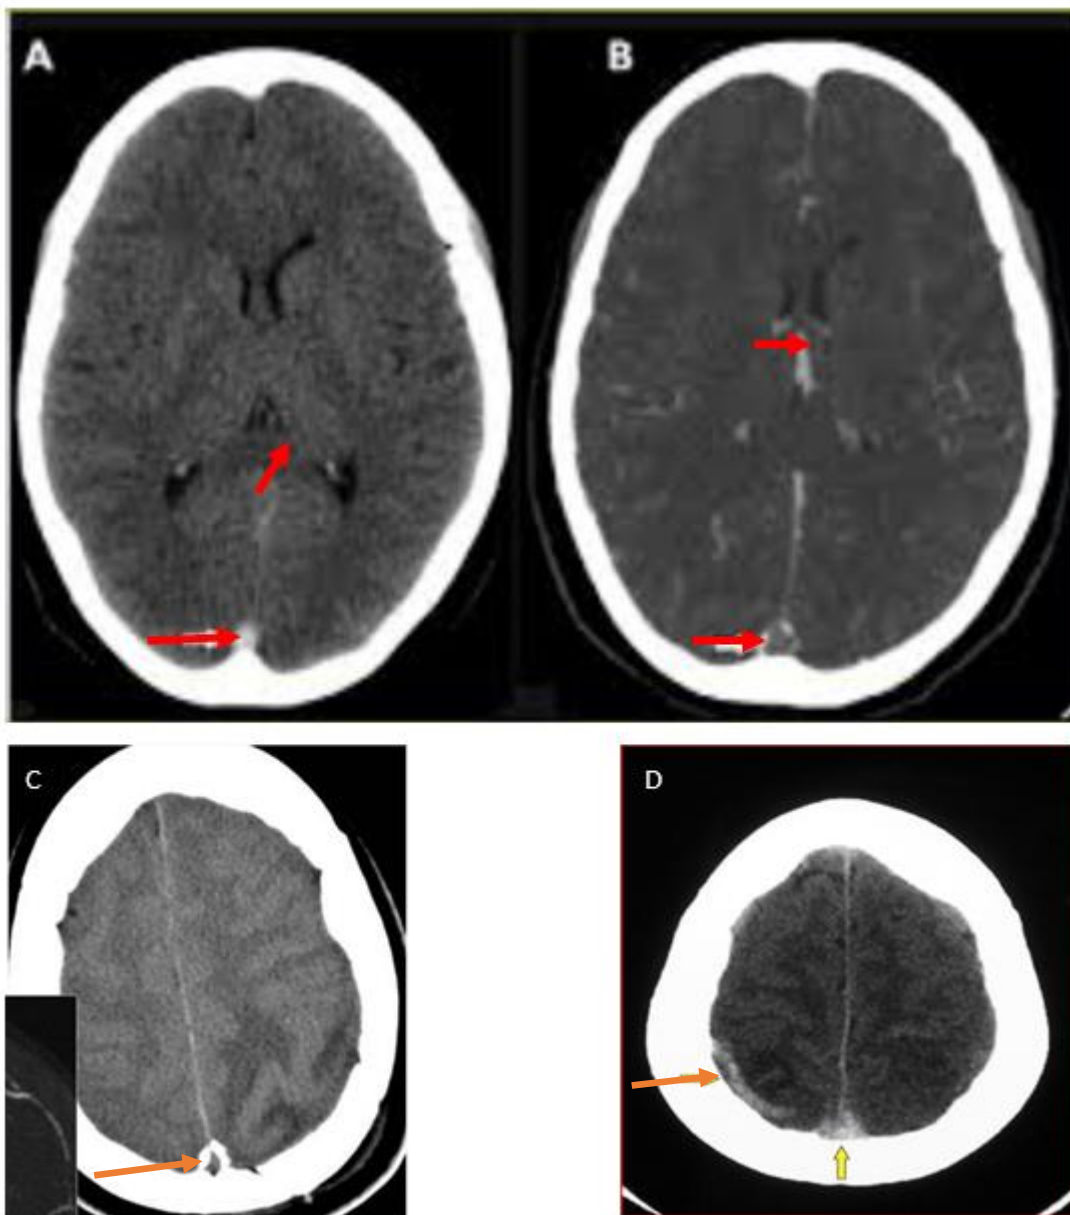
TDM cérébrale coupes axiales
